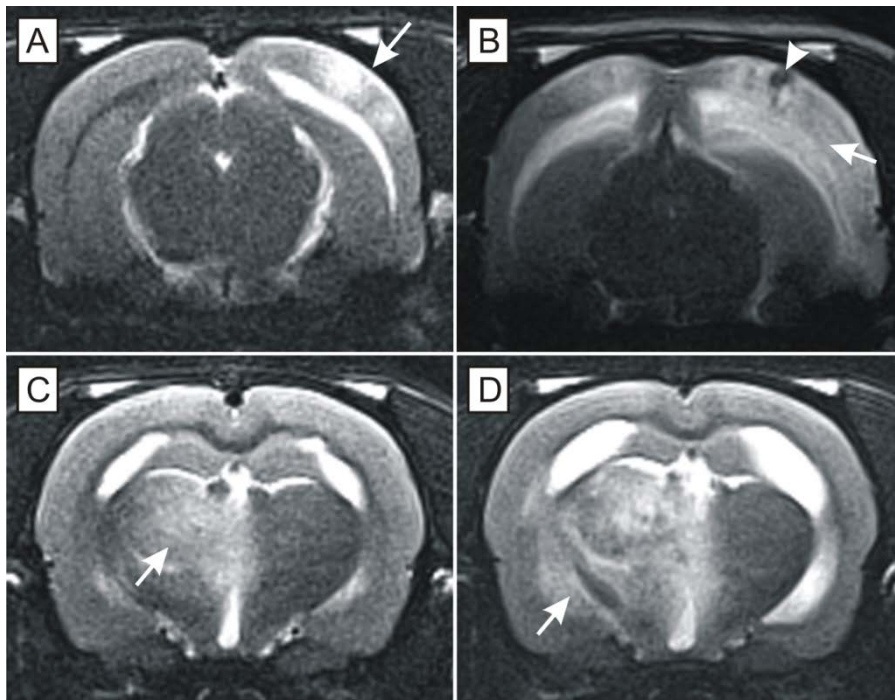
Longitudinale magnetresonanztomographische Messungen mit Nachweis einer progredienten Infarktausdehnung in SHRSP.
